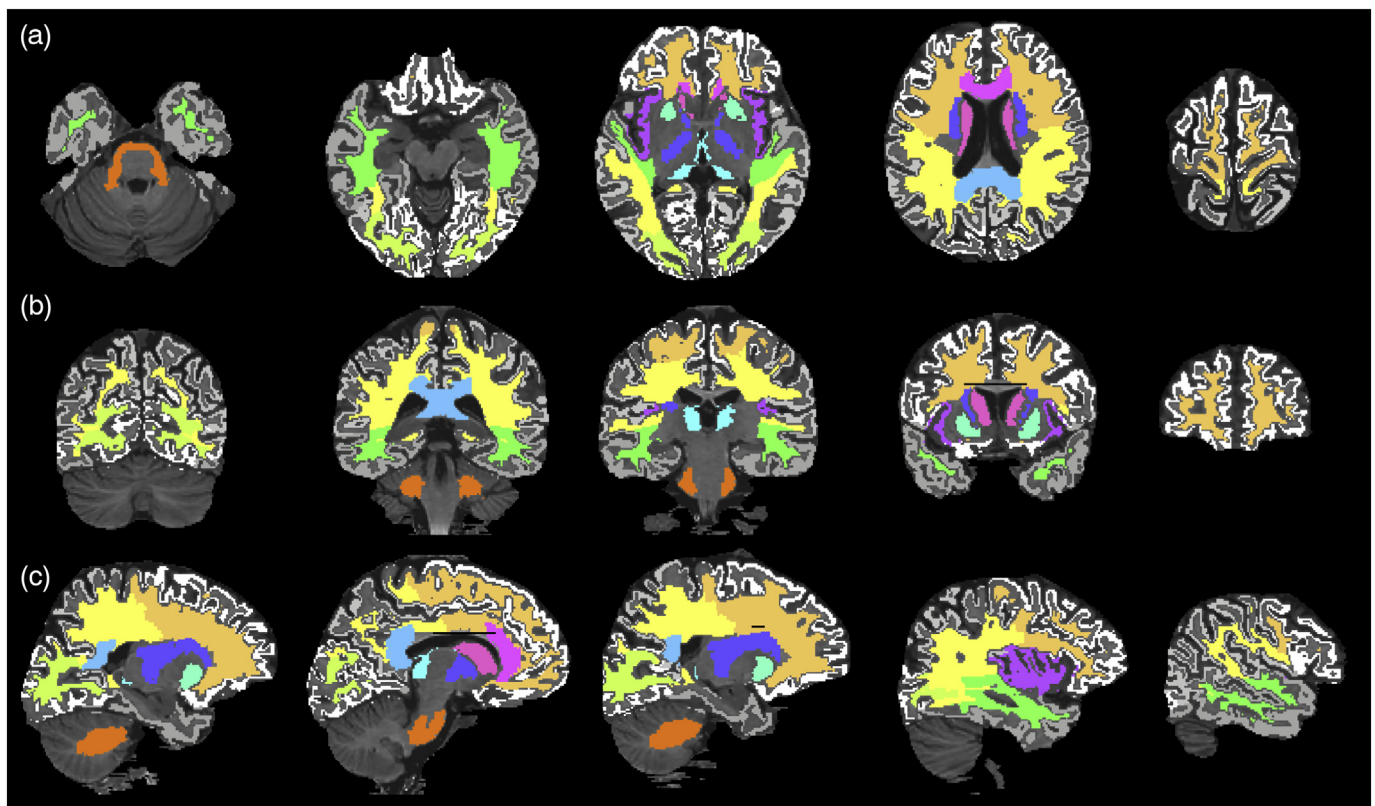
Representative example of volume of interest (VOI) placement. VOIs are overlaid on a T1-weighted image in axial (a), coronal (b), and sagittal (c) views.
